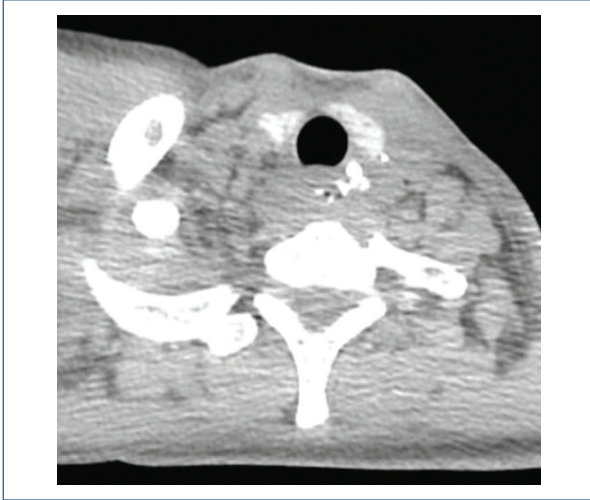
Se muestra corte axial de TAC a nivel cervical, la anastomosis mecánica esófago-gástrica, con columna de aire filiforme, marcando la probable estenosis.
